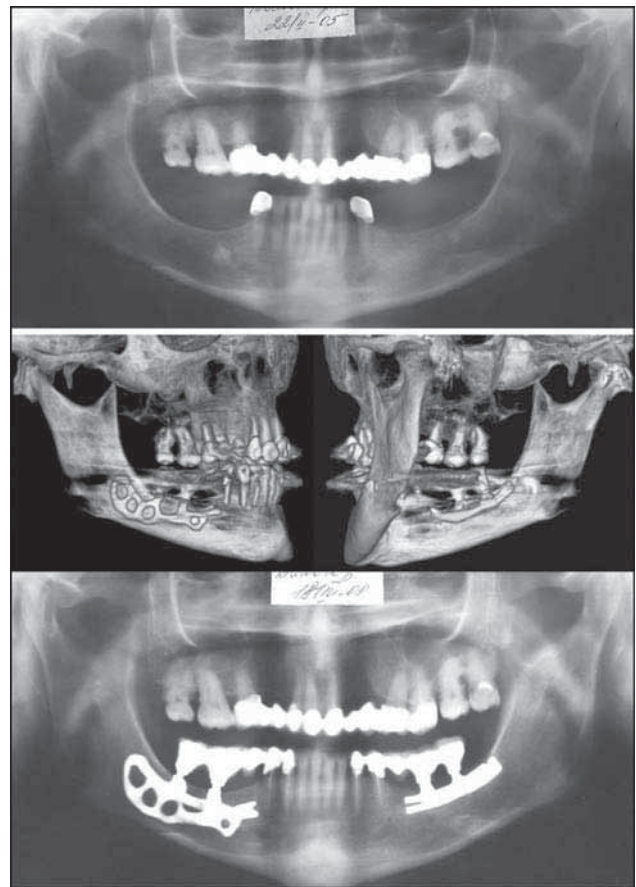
Фото рентгенограмм пациента В., 47 лет: до лечения, концевые дефекты нижнего зубного ряда, выраженная атрофия альвеолярного отростка справа; б — через три года после имплантации, справа установлен субпериостальный имплантат, слева — внутрикостный О.Н.Сурова.
